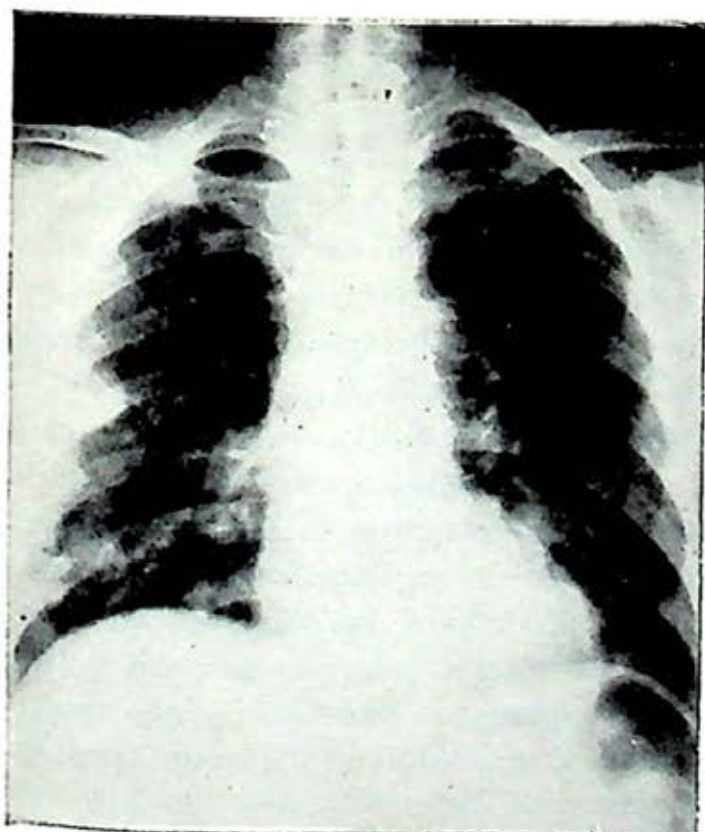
S.C.M., 46 años de edad. Carcinoma epidermoide y adenocarcinoma de cuerpo uterino (tumor múltiple) invasión a vejiga, vagina y recto. En radiografía Pa. de tórax, metástasis múltiples en campos pulmonares.
